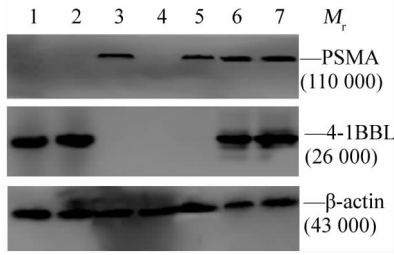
Western blotting 验证人 PSMA、4-1BBL 在 DC 的表达
